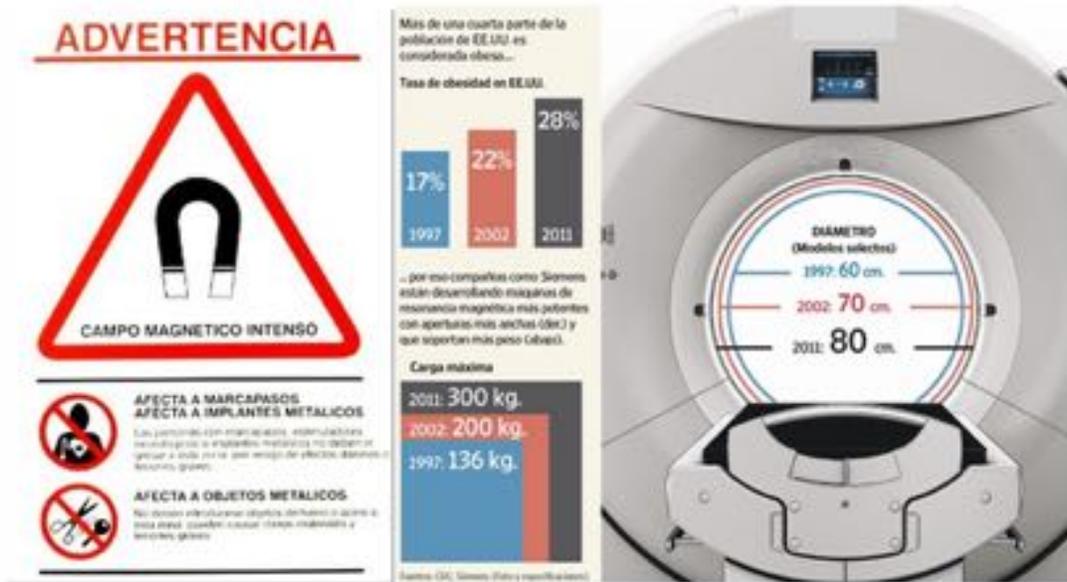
Contraindicaciones para la realización de RM: marcapasos, alto IMC, piernas grandes, claustrofobia.
